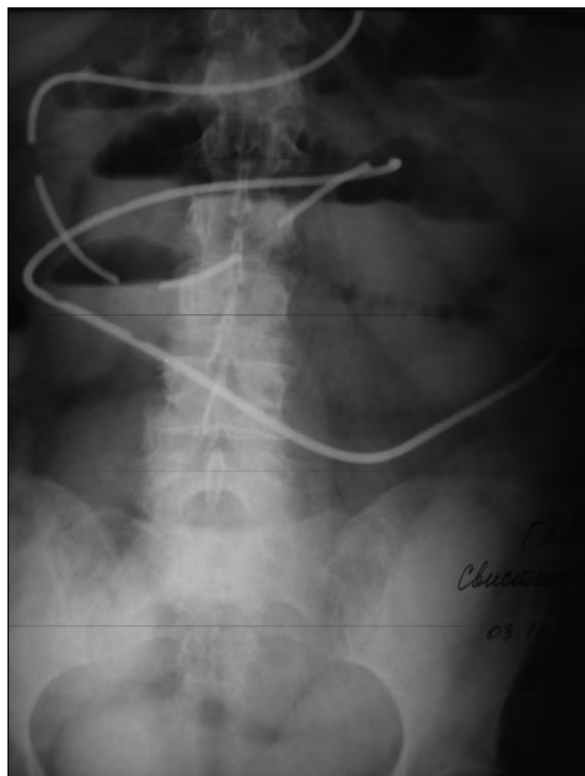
Рентгенологическое исследование пассажа водорастворимого контрастного вещества через 4 часа после выполнения ЭНИД.
